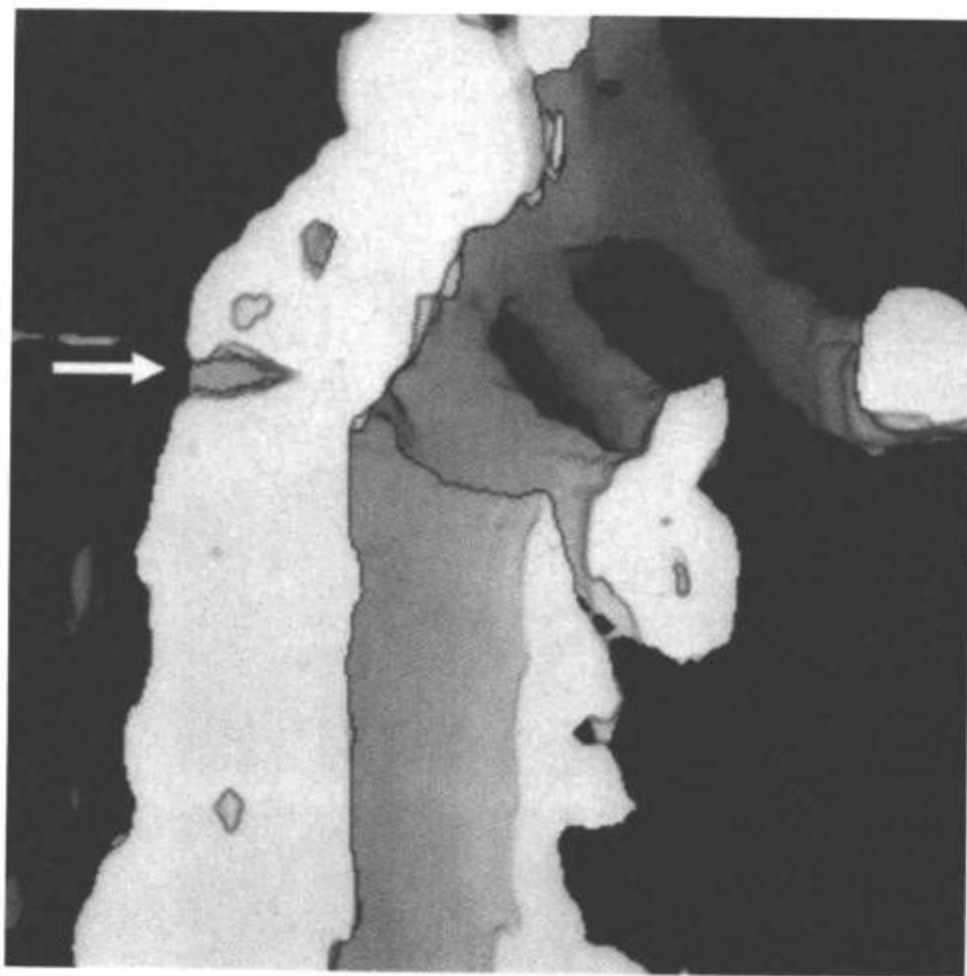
过度伸展脱位。CT 3D重组表面再现剖面图像侧面观显示 C2/C3 椎间隙增宽（白箭）伴 C2 后移和成角。
